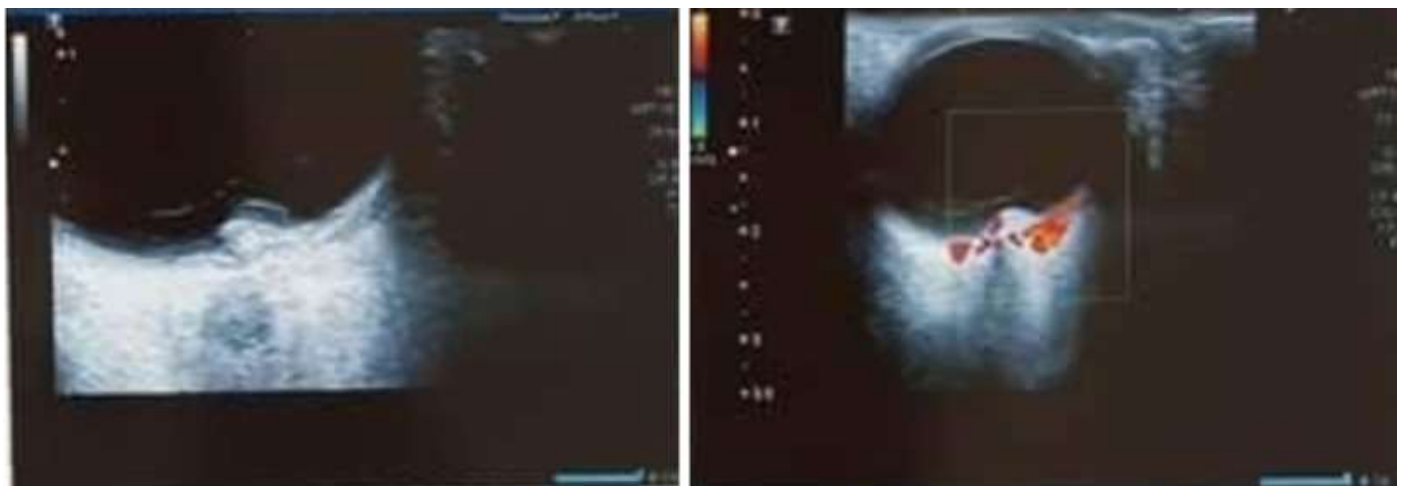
écho doppler oculaire; lésion hyperéchogène fusiforme non vascularisée faisant 5 millimètres, avec DSR en regard, sans excavation choroïdienne
